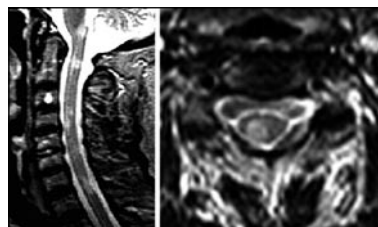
RM cervical. Secuencias ponderadas en T2 en planos sagital (izquierda) y transversal (derecha) en paciente con EM clínicamente definida. Se observan múltiples lesiones desmielinizantes que no afectan completamente al área transversal medular, con una extensión craneocaudal que no supera los dos cuerpos vertebrales y sin características expansivas.
